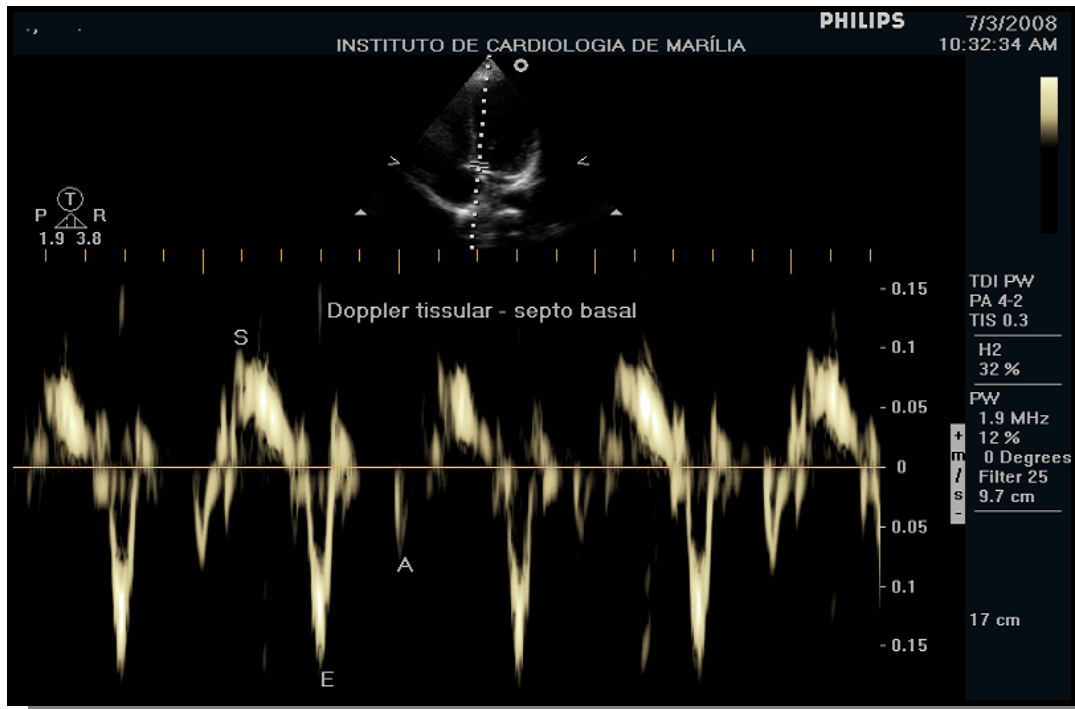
Figura ilustrativa obtida pelo método do Doppler tissular na região basal do septo interventricular no corte apical quatro câmaras. S: velocidade máxima de deslocamento sistólico; E: velocidade máxima de deslocamento diastólico inicial; A: velocidade máxima de deslocamento diastólico decorrente da contração atrial.
